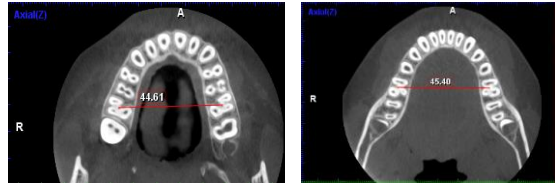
Độ rộng cung răng vùng răng hàm lớn thứ nhất đo trên phim CBCT
